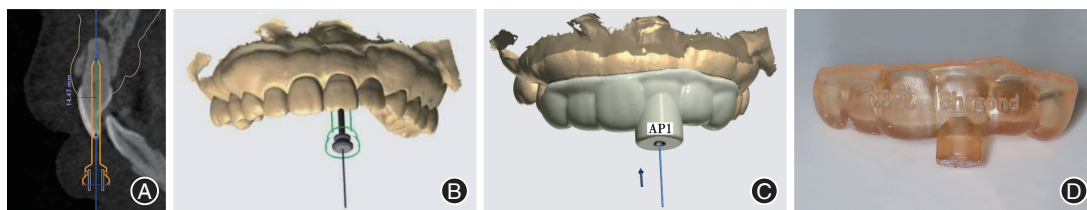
病例2依据锥形束CT(CBCT)数据行3D导板术前数字化设计及3D打印 A:CBCT矢状面示意入路设计及钻针深度;B~C:计算机辅助设计导板就位及钻针开髓方向;D:3D打印导板成品;API为导板内金属导环型号。
